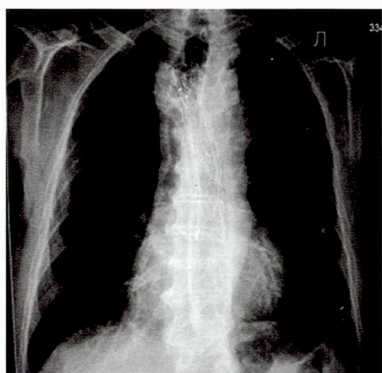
Рентгенограмма. Эндопротезирование пищевода по типу «стент в стент»
